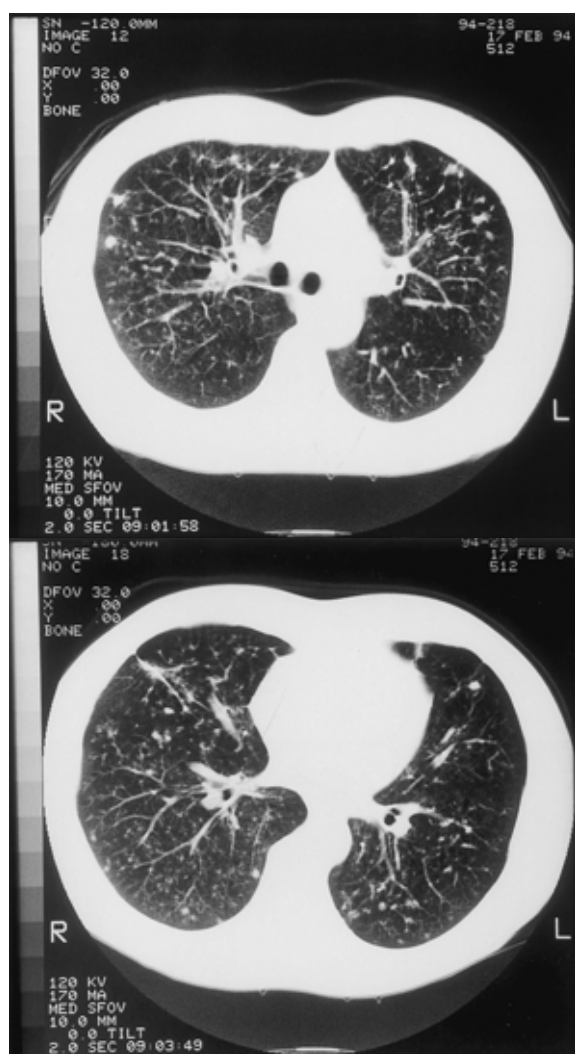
Chest CT scans obtained on February 17, 1994, showing distinct improvement of small nodules, but small irregular opacities and fine nodular opacities still remain.
